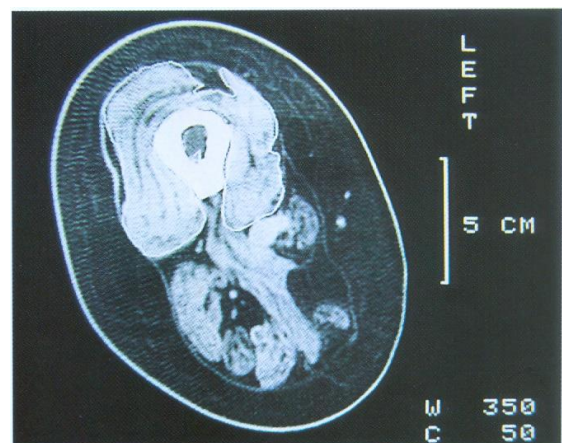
Computertomographie (Q2) aus dem mittleren Quadriceps bei denerviertem Conus-Cauda-Patienten mit deutlicher Atrophie, intermuskulärer und subcutaner Fetteinlagerung
